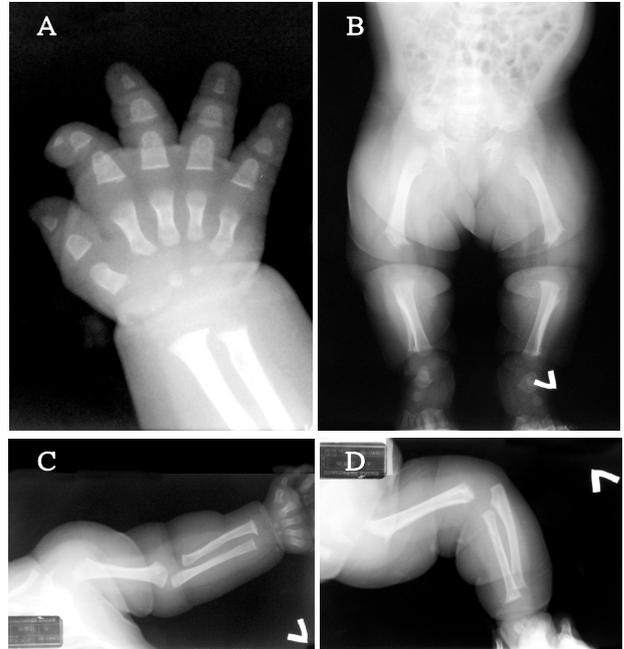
Radiographs shows (A) "trident" hand with short metacarpals and phalanges. (B) small iliac wings with narrow greater sciatic notch. The ischial and pubic bone are short and broad. (C), (D) The bones of upper and lower limbs are thick and short. The ball-in-socket epiphyseal-metaphyseal junction is noted in long bones of arms and legs. The ends of the shafts are flared. The length of the fibula is proportionally greater than that of the tibia.
